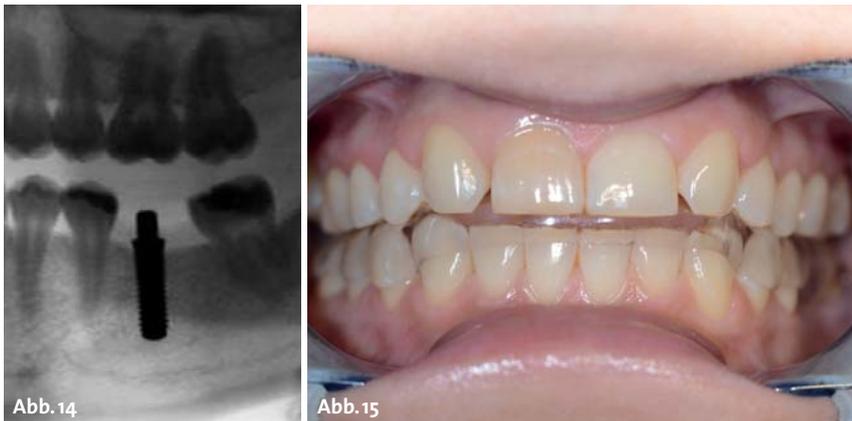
Postoperativer Röntgensitus (Ausschnitt) mit einwandfreier Position in Bezug zum N. mandibularis, zur Kortikalis und zu den Wurzeln der Nachbarzähne. Erkennbar ist die aus prothetischer Erwägung bewusst leicht mesialexzentrische Position in der Schaltlücke. – Abb. 15: Schutzschiene intraoral in Position.
